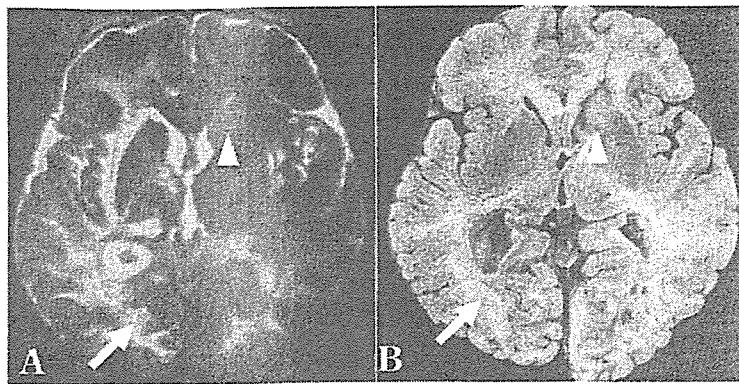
基底核レベルのMRI T2強調画像(A)と同レベルの固定後剖面(B)。深部白質を中心広がる広範な高信号病変はPML(↑)であった。左尾状核の病変(▲)はmalignant lymphomaであった。
